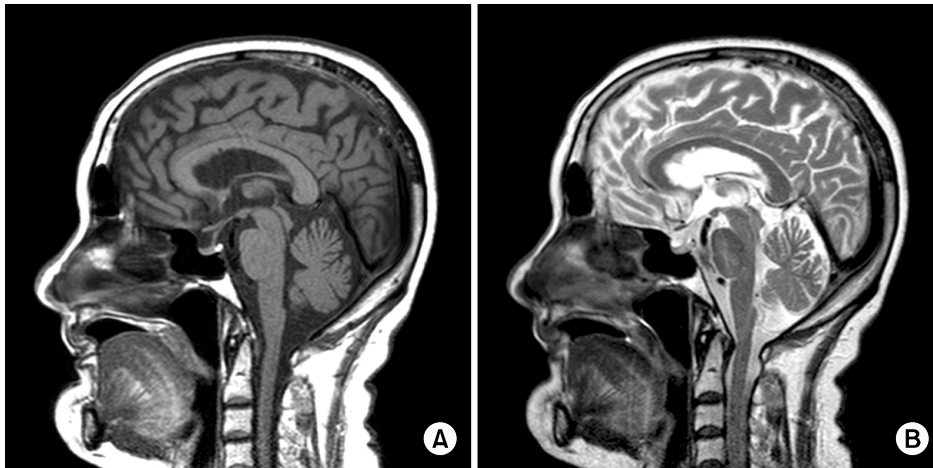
In T1 (A) and T2 (B) weighted sagittal MRI of brain, normal pituitary gland is seen.
